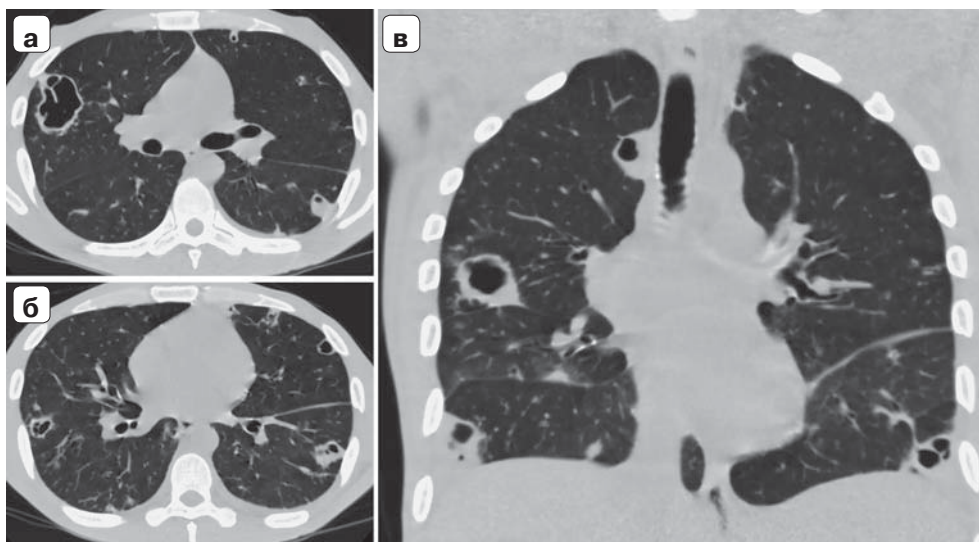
КТ органов грудной клетки в аксиальной (а, б) и коронарной (в) проекциях. Преимущественно в плечевых зонах обоих легких множественные полости распада в различной стадии формирования. Небольшой плевральный выпот слева.
